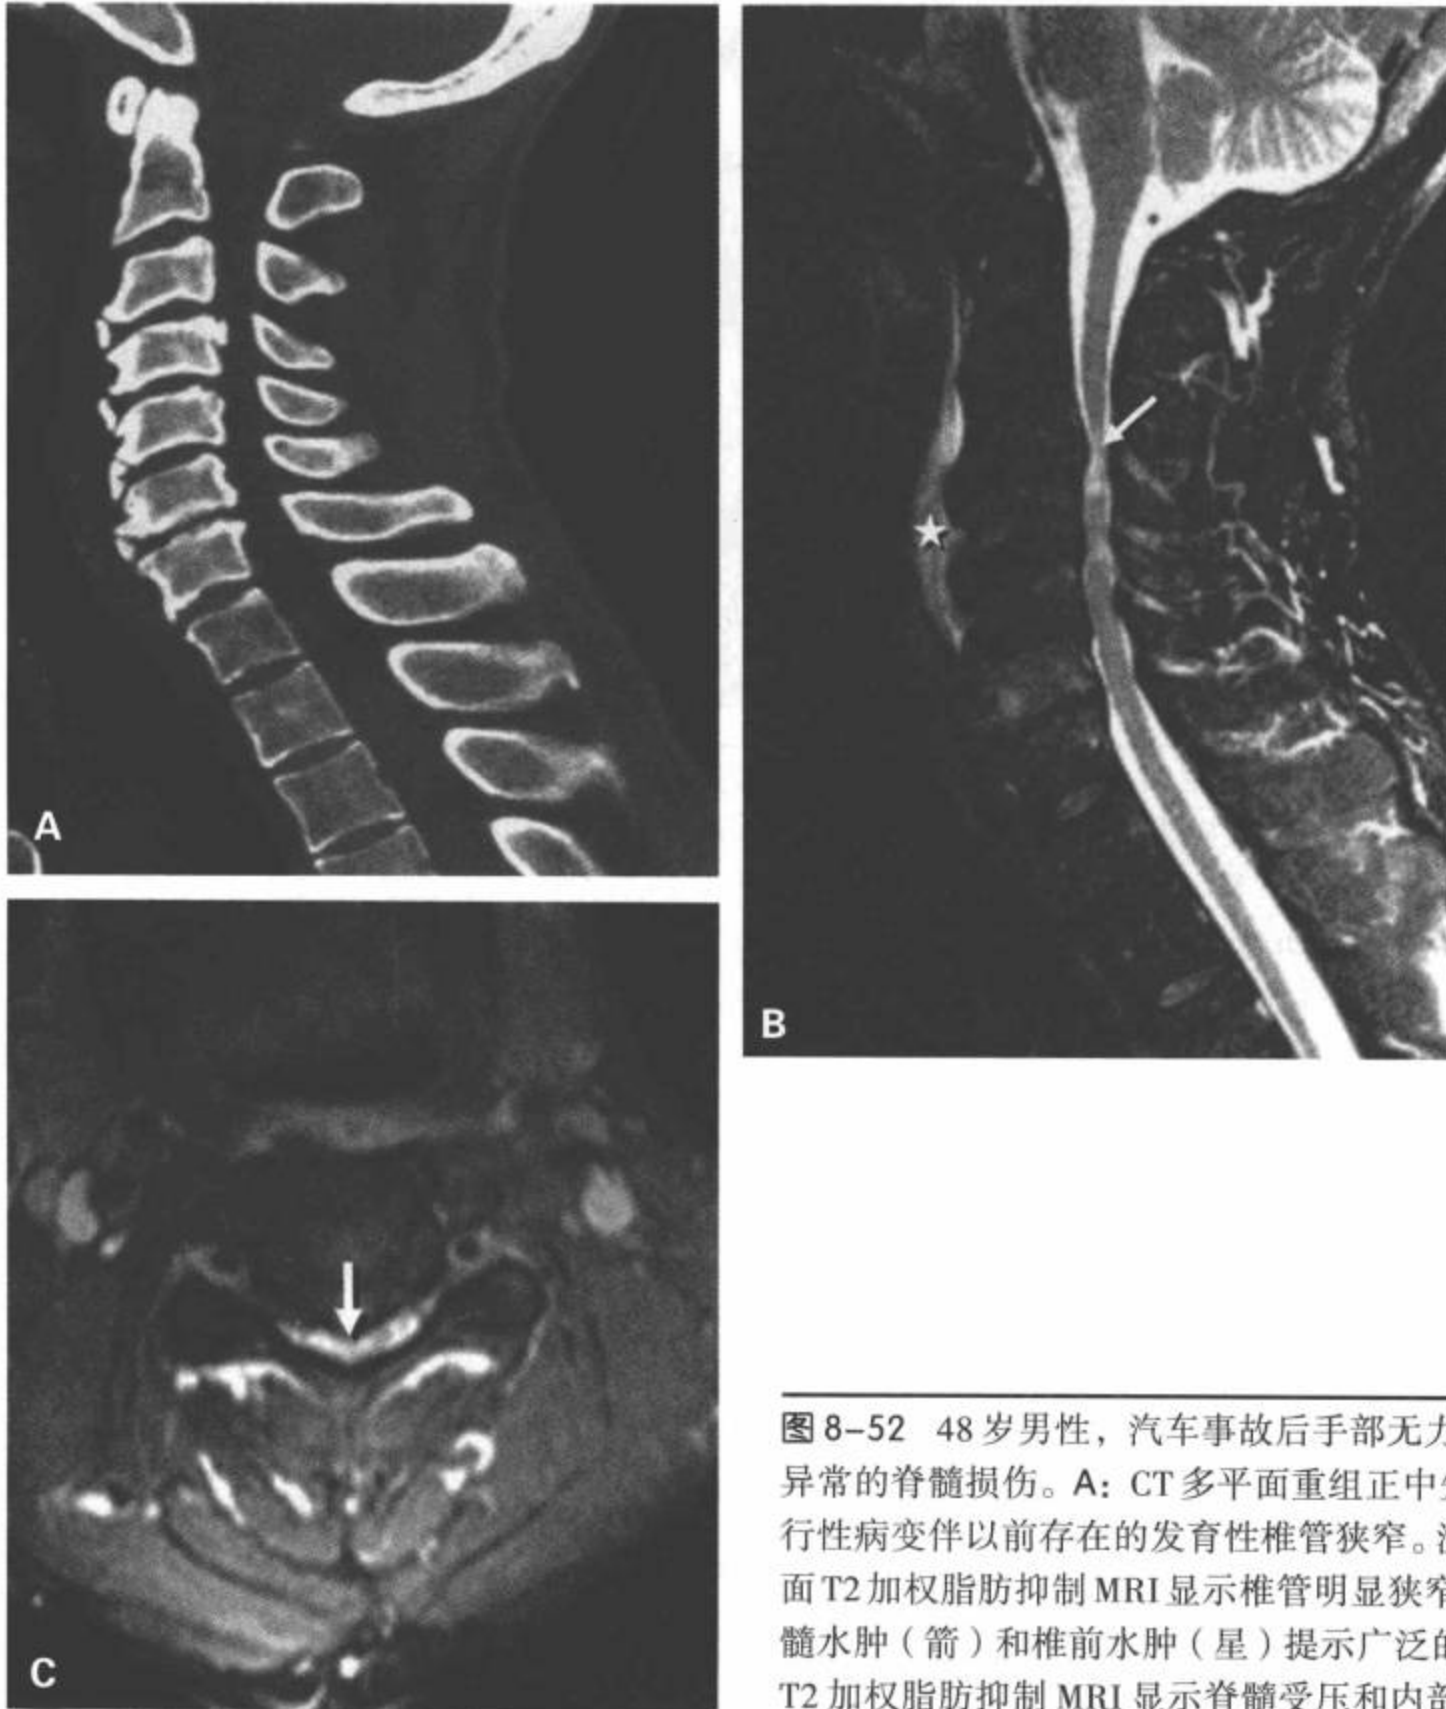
48 岁男性，汽车事故后手部无力（中央脊髓综合征），平片检查无异常的脊髓损伤。A：CT 多平面重组正中矢状面图像显示多个层面的颈椎退行性病变伴以前存在的发育性椎管狭窄。注意无明显骨折和半脱位。B：矢状面 T2 加权脂肪抑制 MRI 显示椎管明显狭窄，蛛网膜下腔消失。C3/C4 水平脊髓水肿（箭）和椎前水肿（星）提示广泛的损伤模式。C：C3/C4 水平横断面 T2 加权脂肪抑制 MRI 显示脊髓受压和内部水肿（箭）。
